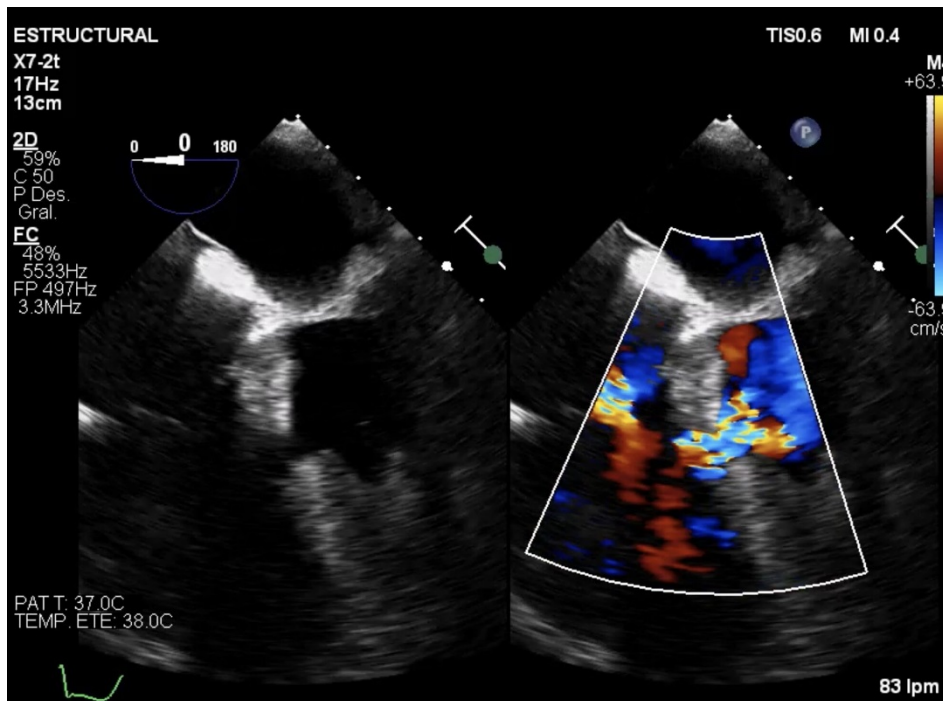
Ecocardiograma transesofágico, definiéndose defecto de continuidad en SIV inferior basal
